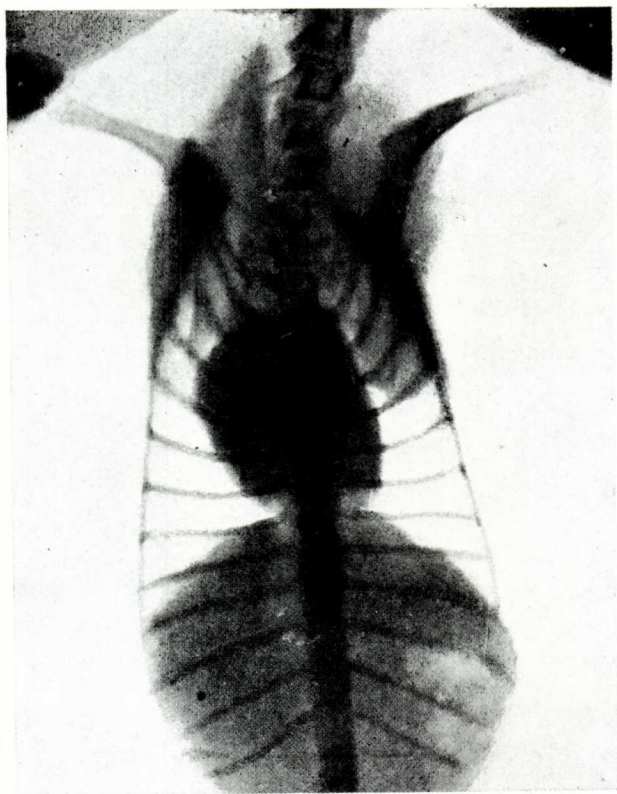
Radiografia d'un gos abans del neumotòrax.
